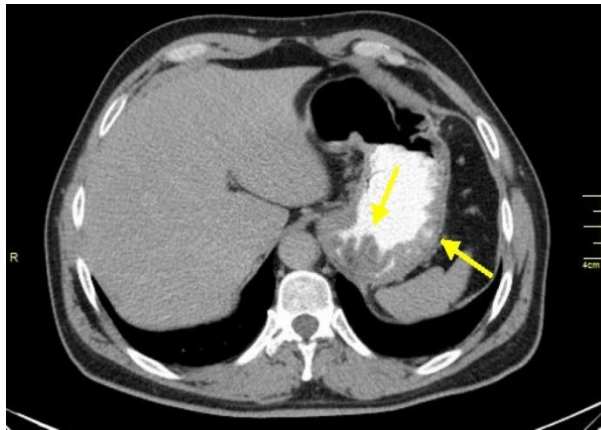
КТ при раку шлунка.
